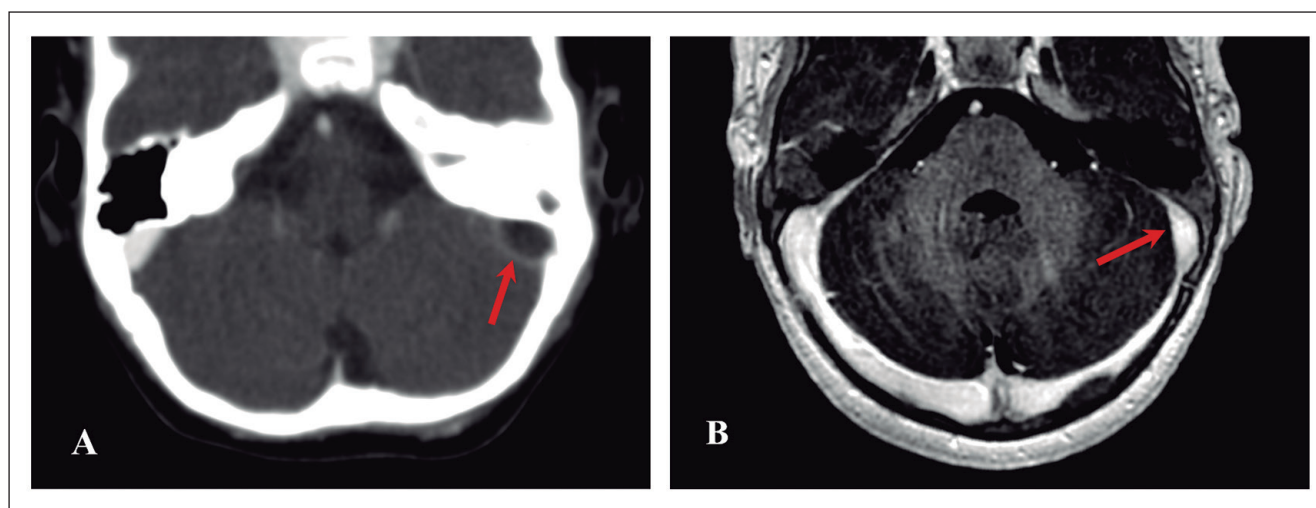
Mujer de 2 años con OMA izquierda y trombosis de seno sigmoide que se extiende al golfo de la yugular. En TC tras administrar contraste (A) se observa ocupación otomastoidea y ectasia con defecto de repleción del seno sigmoideo izquierdo. El control a los 3 meses con RM con contraste (B) muestra repermeabilización del seno sigmoideo.
